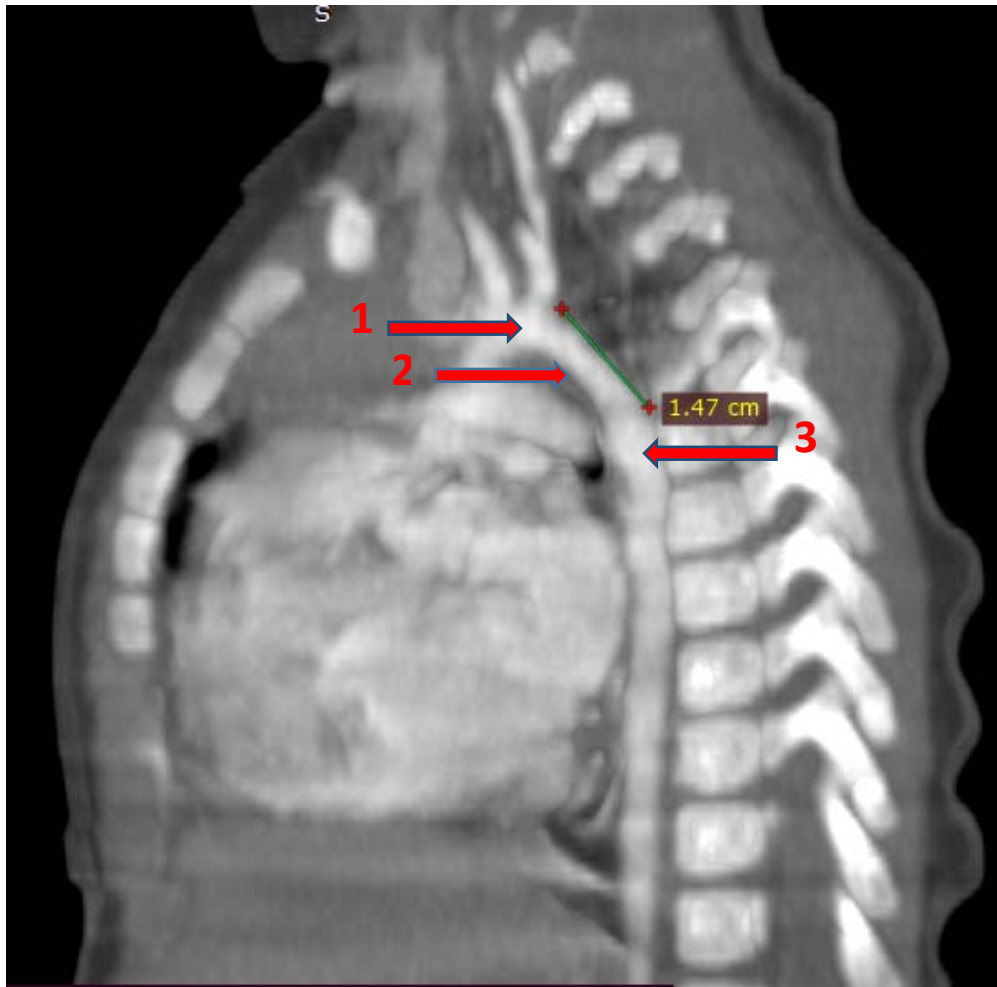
TDM thoracique, en coupe sagittale, en reconstruction MIP, de l'Hypoplasie de l'arc Aortique chez un nourrisson de 3 mois(service de radiologie CHU Mohamed VI Marrakech).
